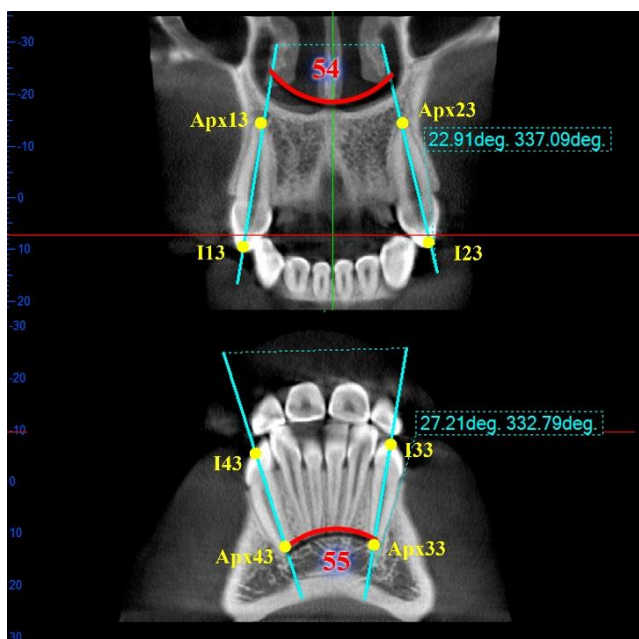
Основні цефалометричні (КТ-показники) показники, що входять до третьої групи (характеристики розташування зубів). 54. YG13_23 (кут $Yg13_23$) – утворюється лініями I13-Arx13 та I23-Arx23 у лобовій площині (кут між центральними осями іклів верхньої щелепи у лобовій площині); 55. YG33_34 (кут $YG33_34$) – утворюється лініями I33-Arx33 та I43-Arx43 у лобовій площині (кут між центральними осями іклів нижньої щелепи у лобовій площині). Тут та в подальшому: - Аrx (арех) – верхівка кореня відповідного зуба; I – середина різального краю відповідного зуба.
